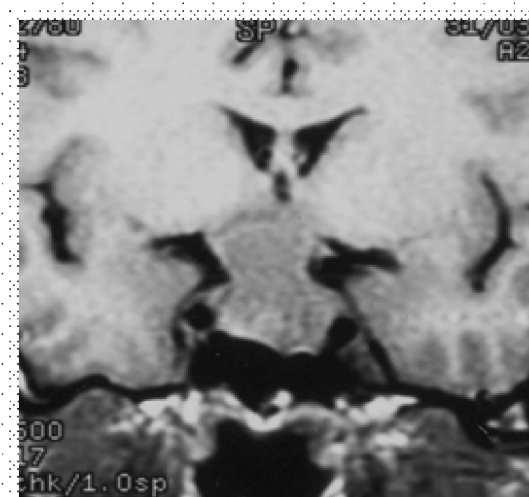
МРТ-снимок аденомы гипофиза с супра- и экстраселлярным ростом
